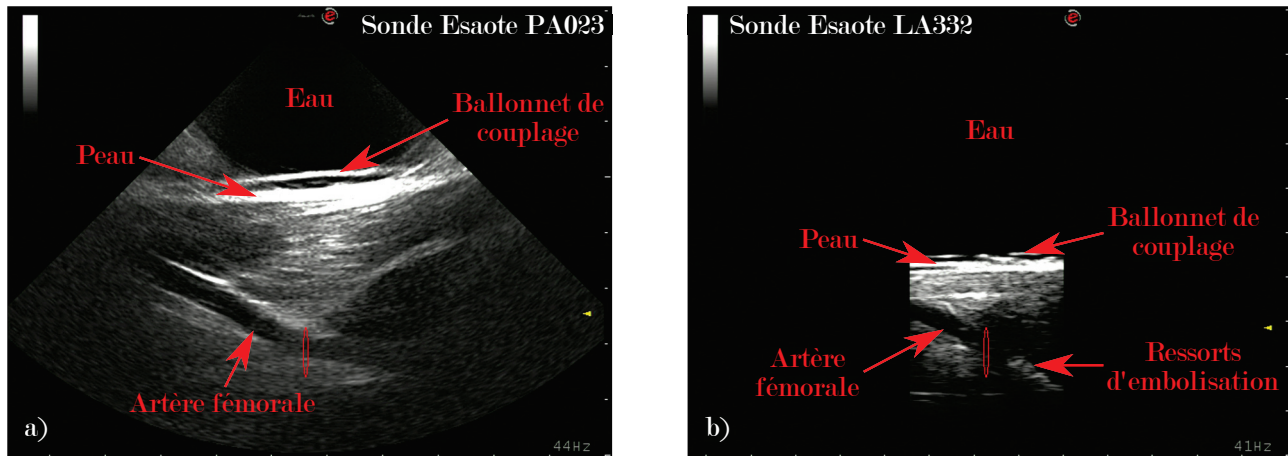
Exemples d'images échographiques d'une artère de brebis réalisées a) avec la sonde cardiaque PA023 et b) avec la sonde linéaire LA332.
